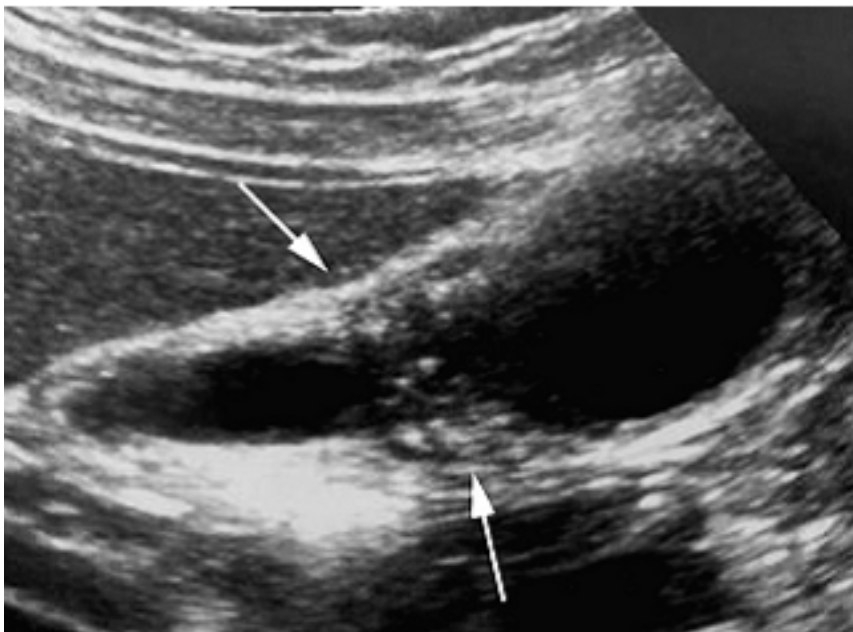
Coupe longitudinale échographique d'une adénomyomatose focale : épaissement pariétal localisé associé à des zones hyperéchogènes correspondant aux sinus de Rokitansky- Aschoff [34].
